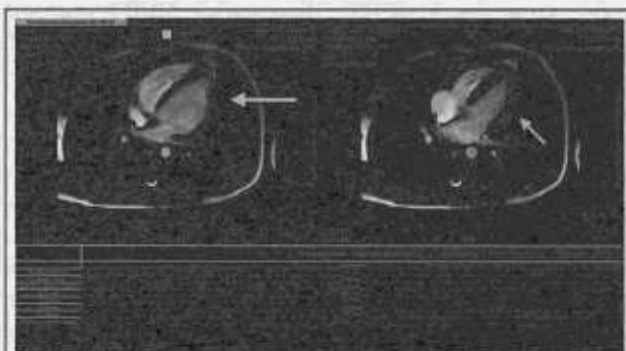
МРТ сердца пациента № 1: оценка ФВ ЛЖ.
